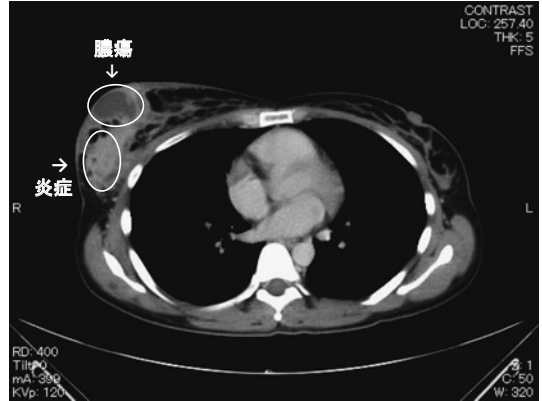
入院時のCT画像検査 : 膿瘍形成が見られ、炎症による造影異常が強い
